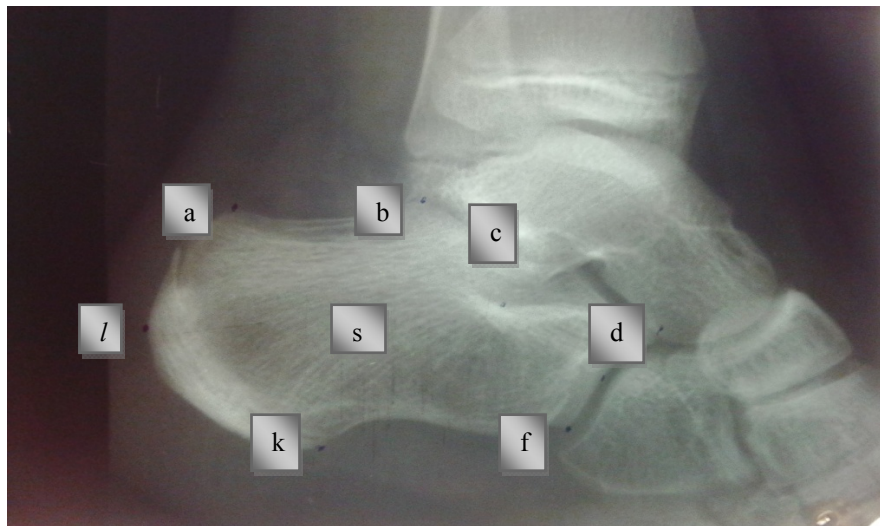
Діагностичні точки рентгенограм-денситометричного дослідження п'яткової кістки
